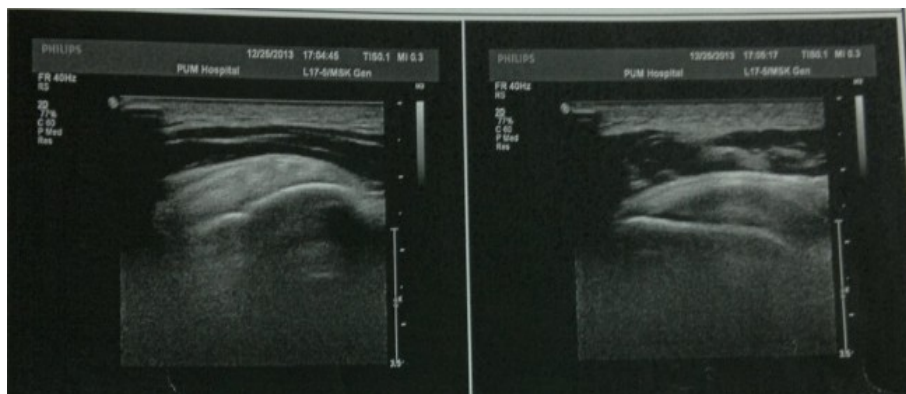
Ultrasound imaging examination of shoulder sleeves
